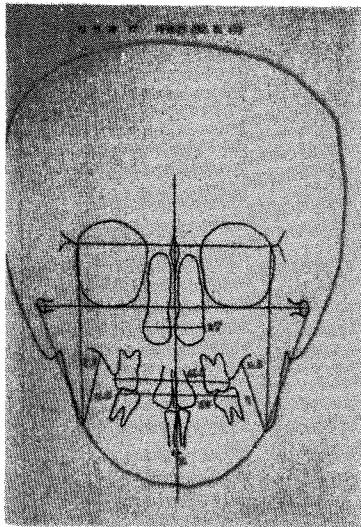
〈증례3〉 치료전 정면두부규격방사선 사진
